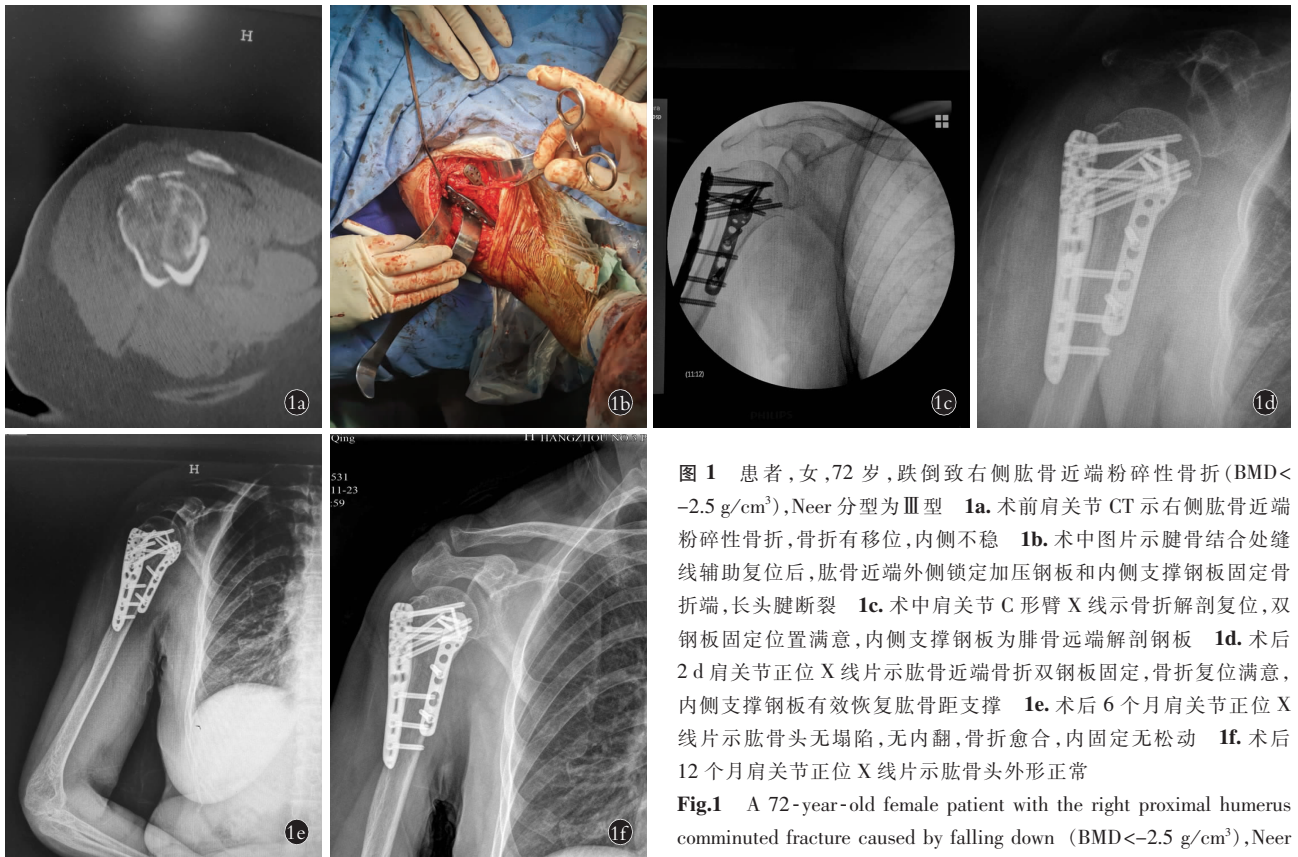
患者,女,72 岁,跌倒致右侧肱骨近端粉碎性骨折(BMD<-2.5 g/cm³),Neer 分型为 III 型 1a. 术前肩关节 CT 示右侧肱骨近端粉碎性骨折,骨折有移位,内侧不稳 1b. 术中图片示腱骨结合处缝线辅助复位后,肱骨近端外侧锁定加压钢板和内侧支撑钢板固定骨折端,长头腱断裂 1c. 术中肩关节 C 形臂 X 线示骨折解剖复位,双钢板固定位置满意,内侧支撑钢板为腓骨远端解剖钢板 1d. 术后 2 d 肩关节正位 X 线片示肱骨近端骨折双钢板固定,骨折复位满意,内侧支撑钢板有效恢复肱骨距支撑 1e. 术后 6 个月肩关节正位 X 线片示肱骨头无塌陷,无内翻,骨折愈合,内固定无松动 1f. 术后 12 个月肩关节正位 X 线片示肱骨头外形正常
